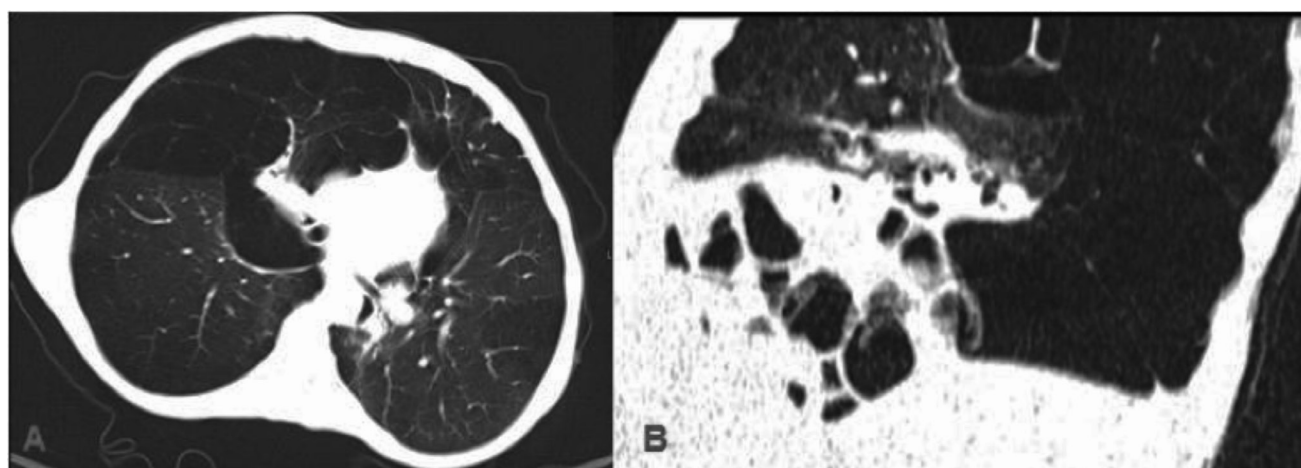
• Imagens axial (A) e sagital (B) de tomografia computadorizada mostram a presença de marcado enfisema nas bases pulmonares (abrangidas no estudo abdominal), uma das complicações de Cútis laxa.
